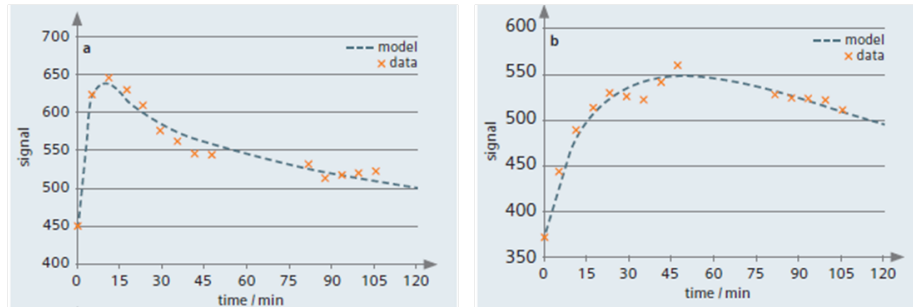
Primeras curvas de DCE-MRI publicadas por Tofts y Kermode en 1991. Imagen tomada y modificada de [26].
